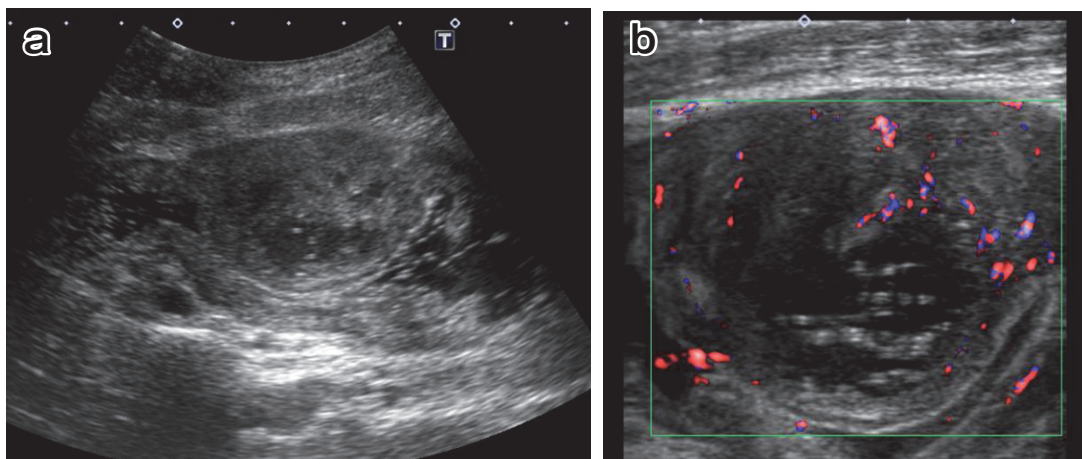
腹部超音波検査: (a) 胃前庭部前壁に約3.5cmの粘膜下腫瘍様隆起を認めた。内部はechogenic particlesの混在する液体の貯留を認めた。(b) ドプラー超音波上は病変周囲には血流を認めたものの，内部には血流を認めなかった。
